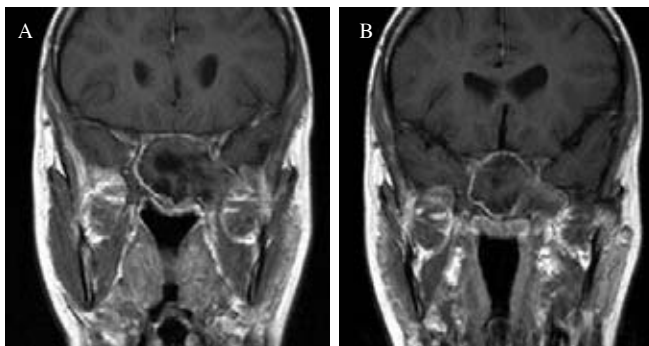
A) Resonancia magnética ponderada en T1 que corresponde a la figura 4 A y B, donde se demuestran las concreciones internas centrales. B) Secreciones periféricas menos espesas del seno esfenoidal expandido.
